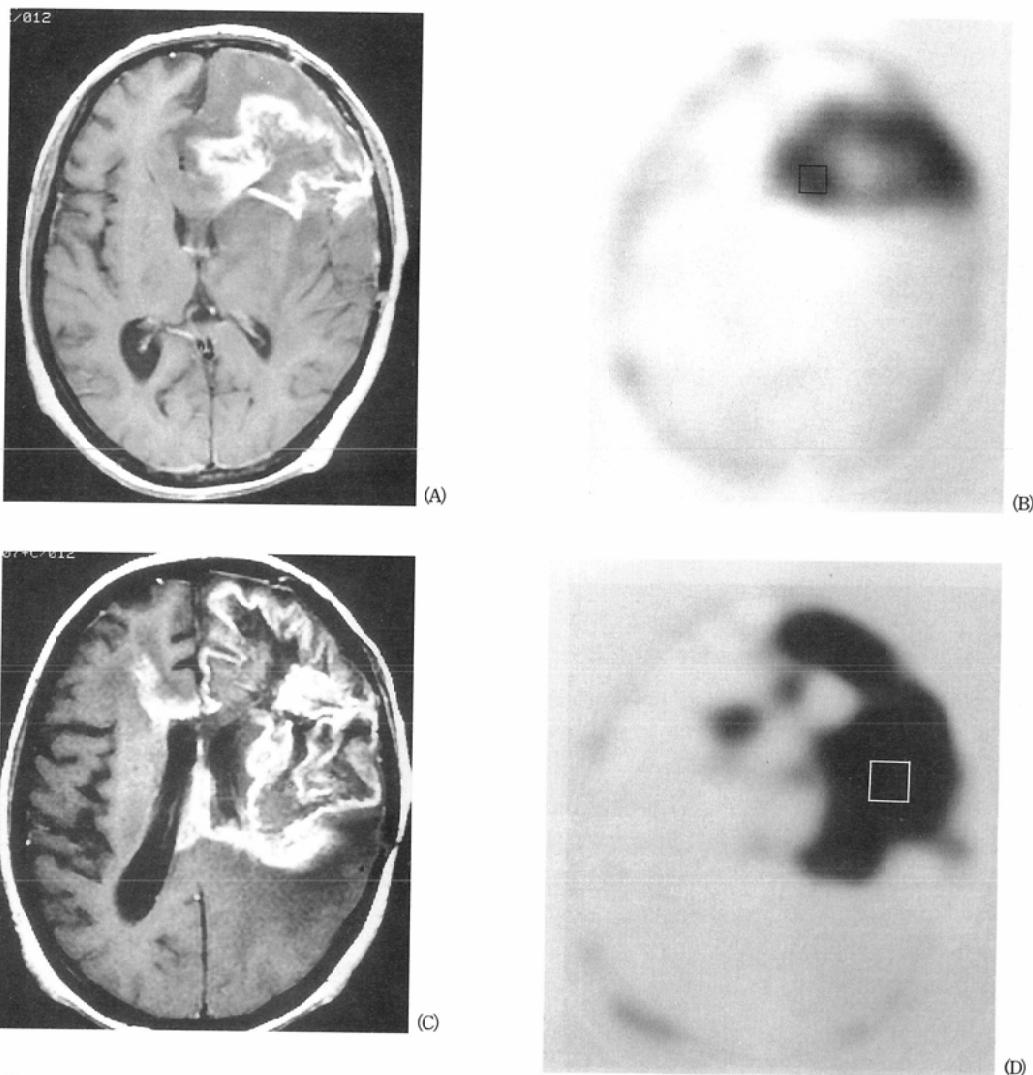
A 60-year-old woman with cerebral radiation necrosis (Group 5, CT enhancement class 2-3)
